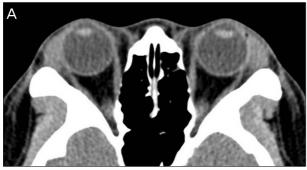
Dacryoadenitis (A). CT scan shows both lacrimal gland enlargement without focal lesion. Myositis (B). CT scan shows enlargement of the left inferior rectus muscle involving the tendon sheath. Anterior orbital inflammation (C). CT image shows ragged infiltrations involving the anterior soft tissue of the right orbit encompassing the right globe.
